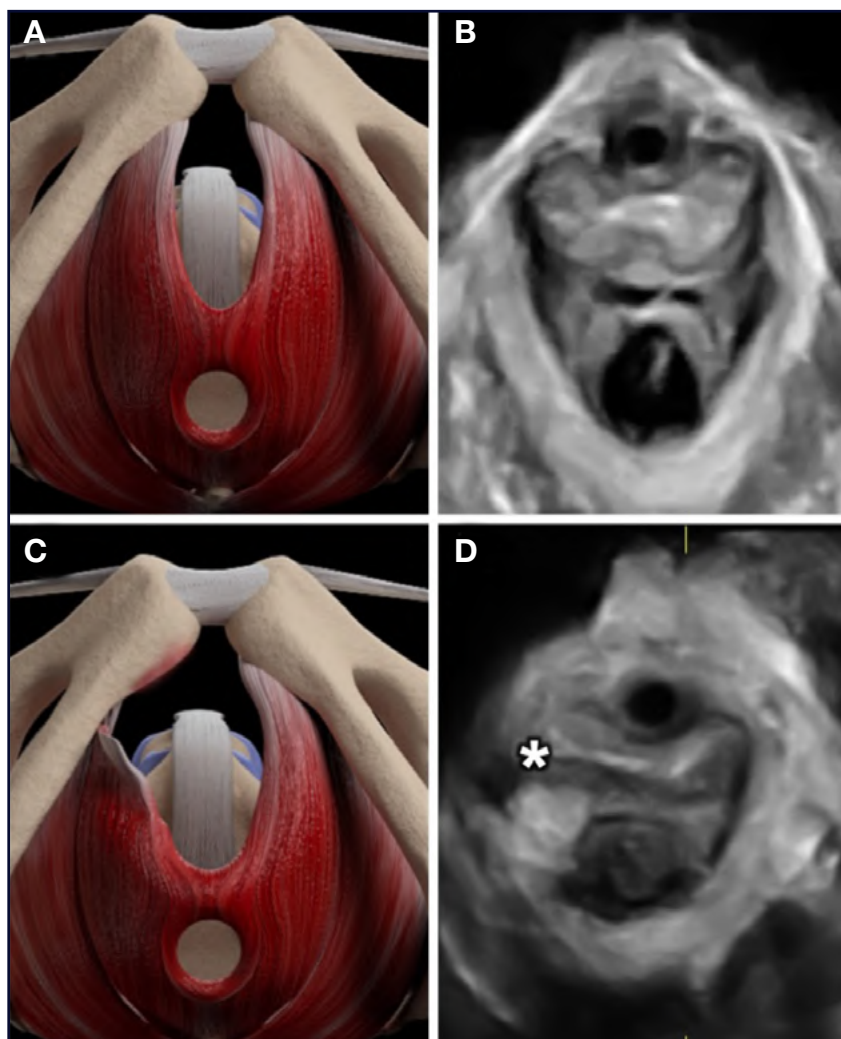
Illustrazione grafica (A) ed ecografica tridimensionale (3D) (B) che mostrano la componente più importante del muscolo elevatore dell'ano: il muscolo puborettale. Il muscolo è evidenziato con il colore verde nella rappresentazione grafica (A).
